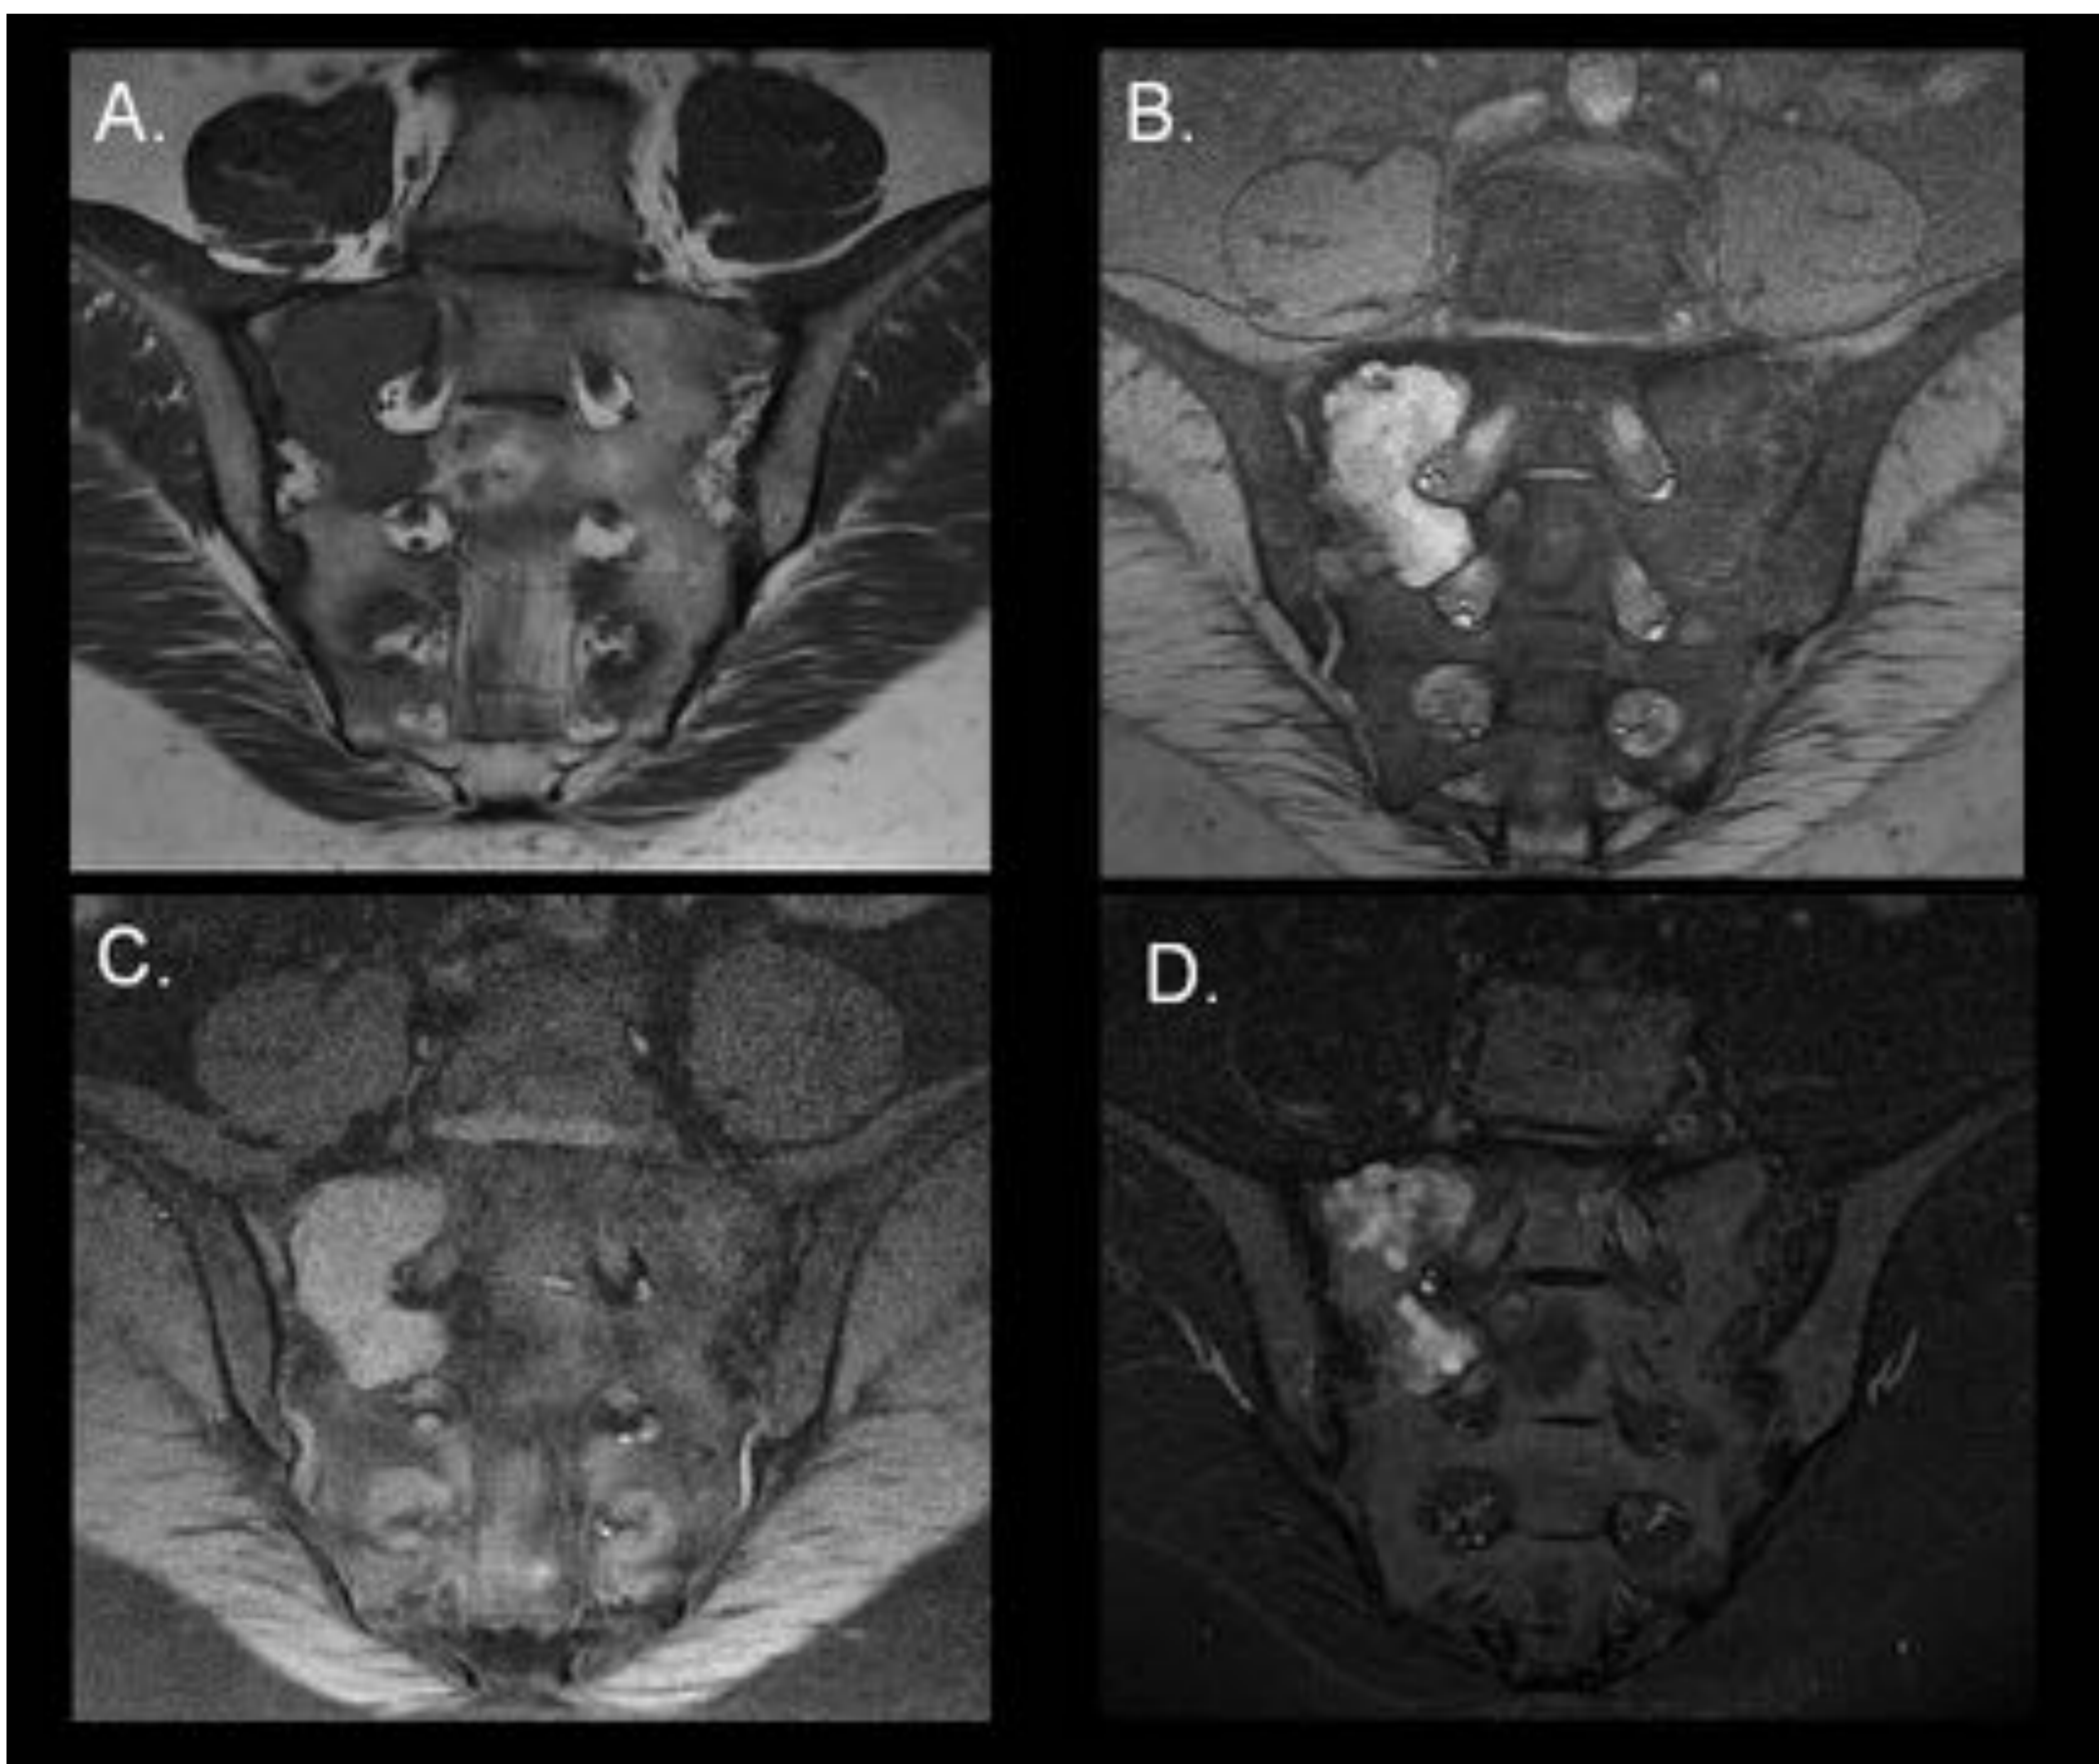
Displasia fibrosa sacra. Secuencias de RM de sacro coronales FSE T1 (A) 2D MERGE (B) FSE T1 saturación grasa (C) y FSE-IR (D). En el ala sacra derecha se observa una tumoración sólida, bien delimitada, que insufla levemente la cortical y que alcanza la superficie articular con el iliaco. Presenta algunas áreas quísticas. No se visualizan alteraciones en los tejidos blandos adyacentes ni en el resto de la médula ósea. Se trataba de una lesión de larga evolución. Se confirmó el diagnóstico de displasia fibrosa.
